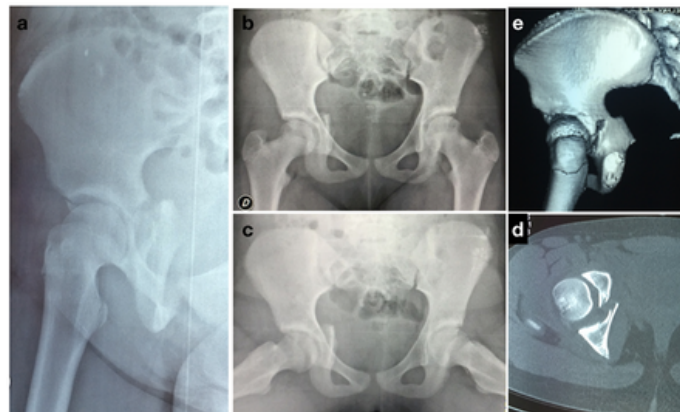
Radiografías iniciales: a. Oblicua alar, b. Frente pelvis, c. Enfoque de Lowenstein.
